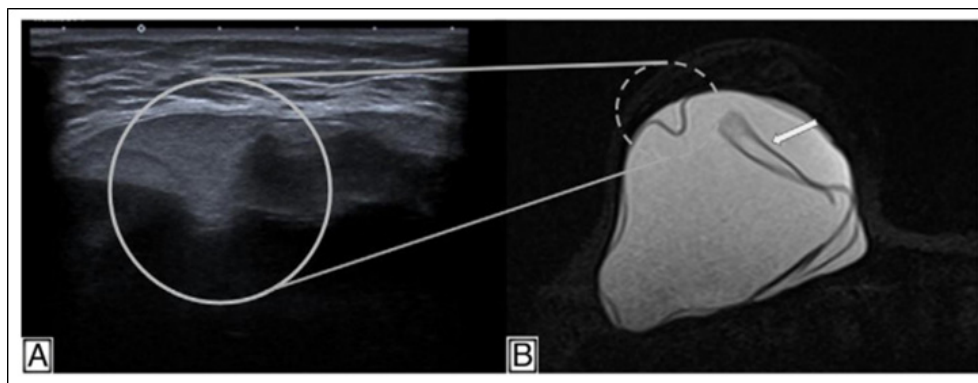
A) Ecografía. B) Resonancia magnética mamaria. Secuencia Silicona Only en la misma paciente con signos de rotura intracapsular: signo de la cerradura (figura ampliada) y signo de linguini (flecha blanca) en el implante derecho
